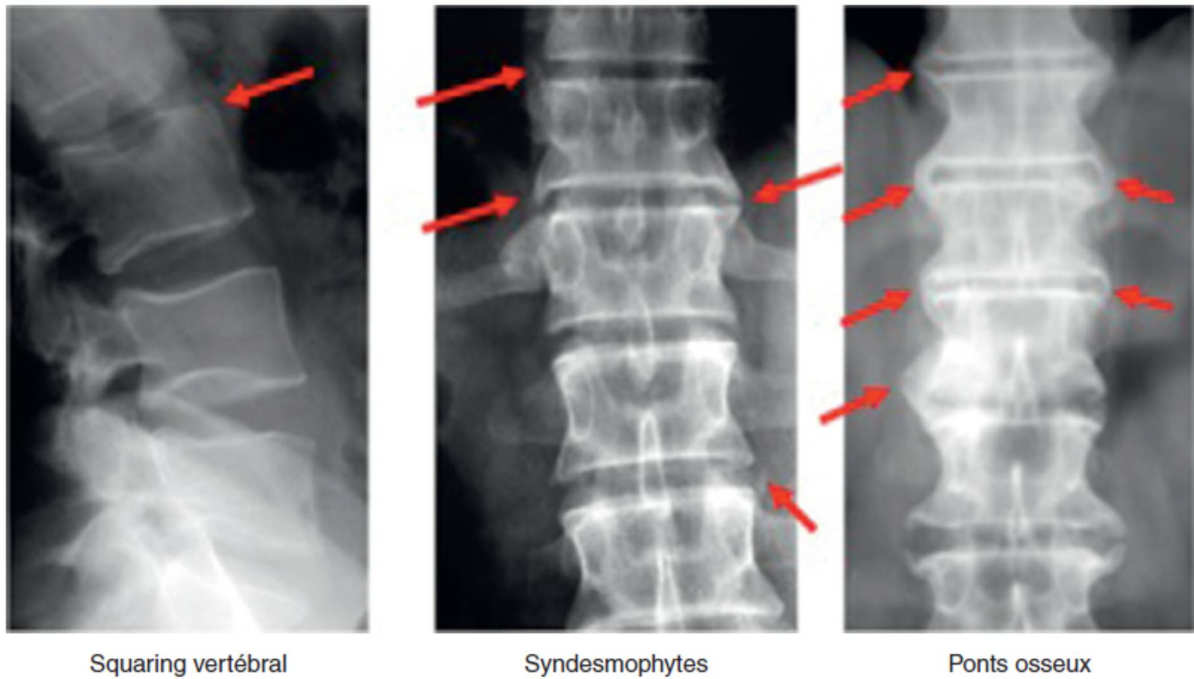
Radiographies du rachis montrant un aspect de vertèbre « en carré » (squaring), des syndesmophytes et des ponts osseux.
